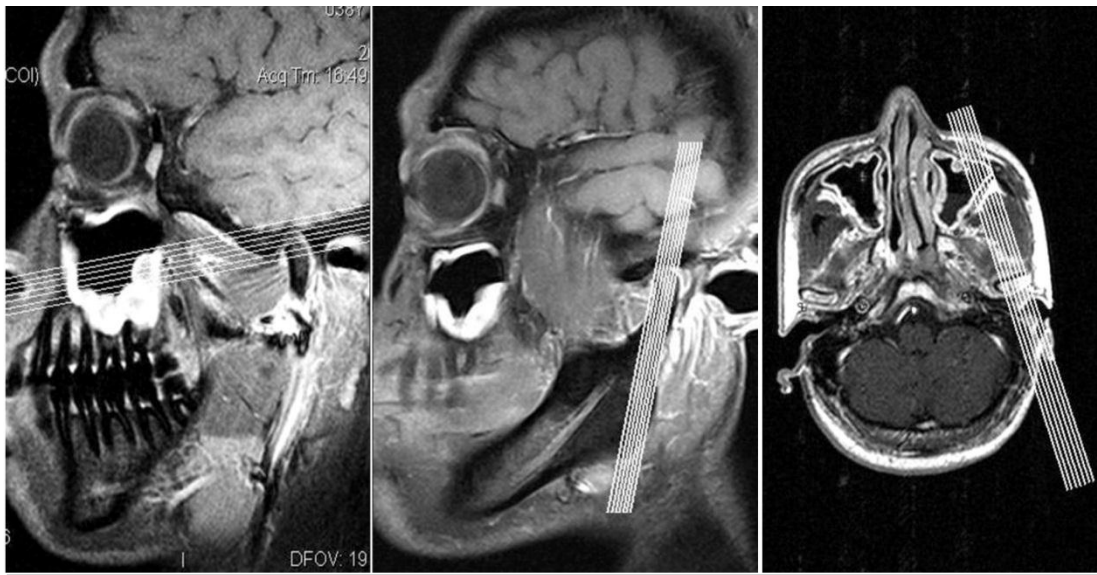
MRT - Schnittbilder in unterschiedlicher Schichtung; eingezeichnet: transversale, axiale und sagittale Strahlengänge
